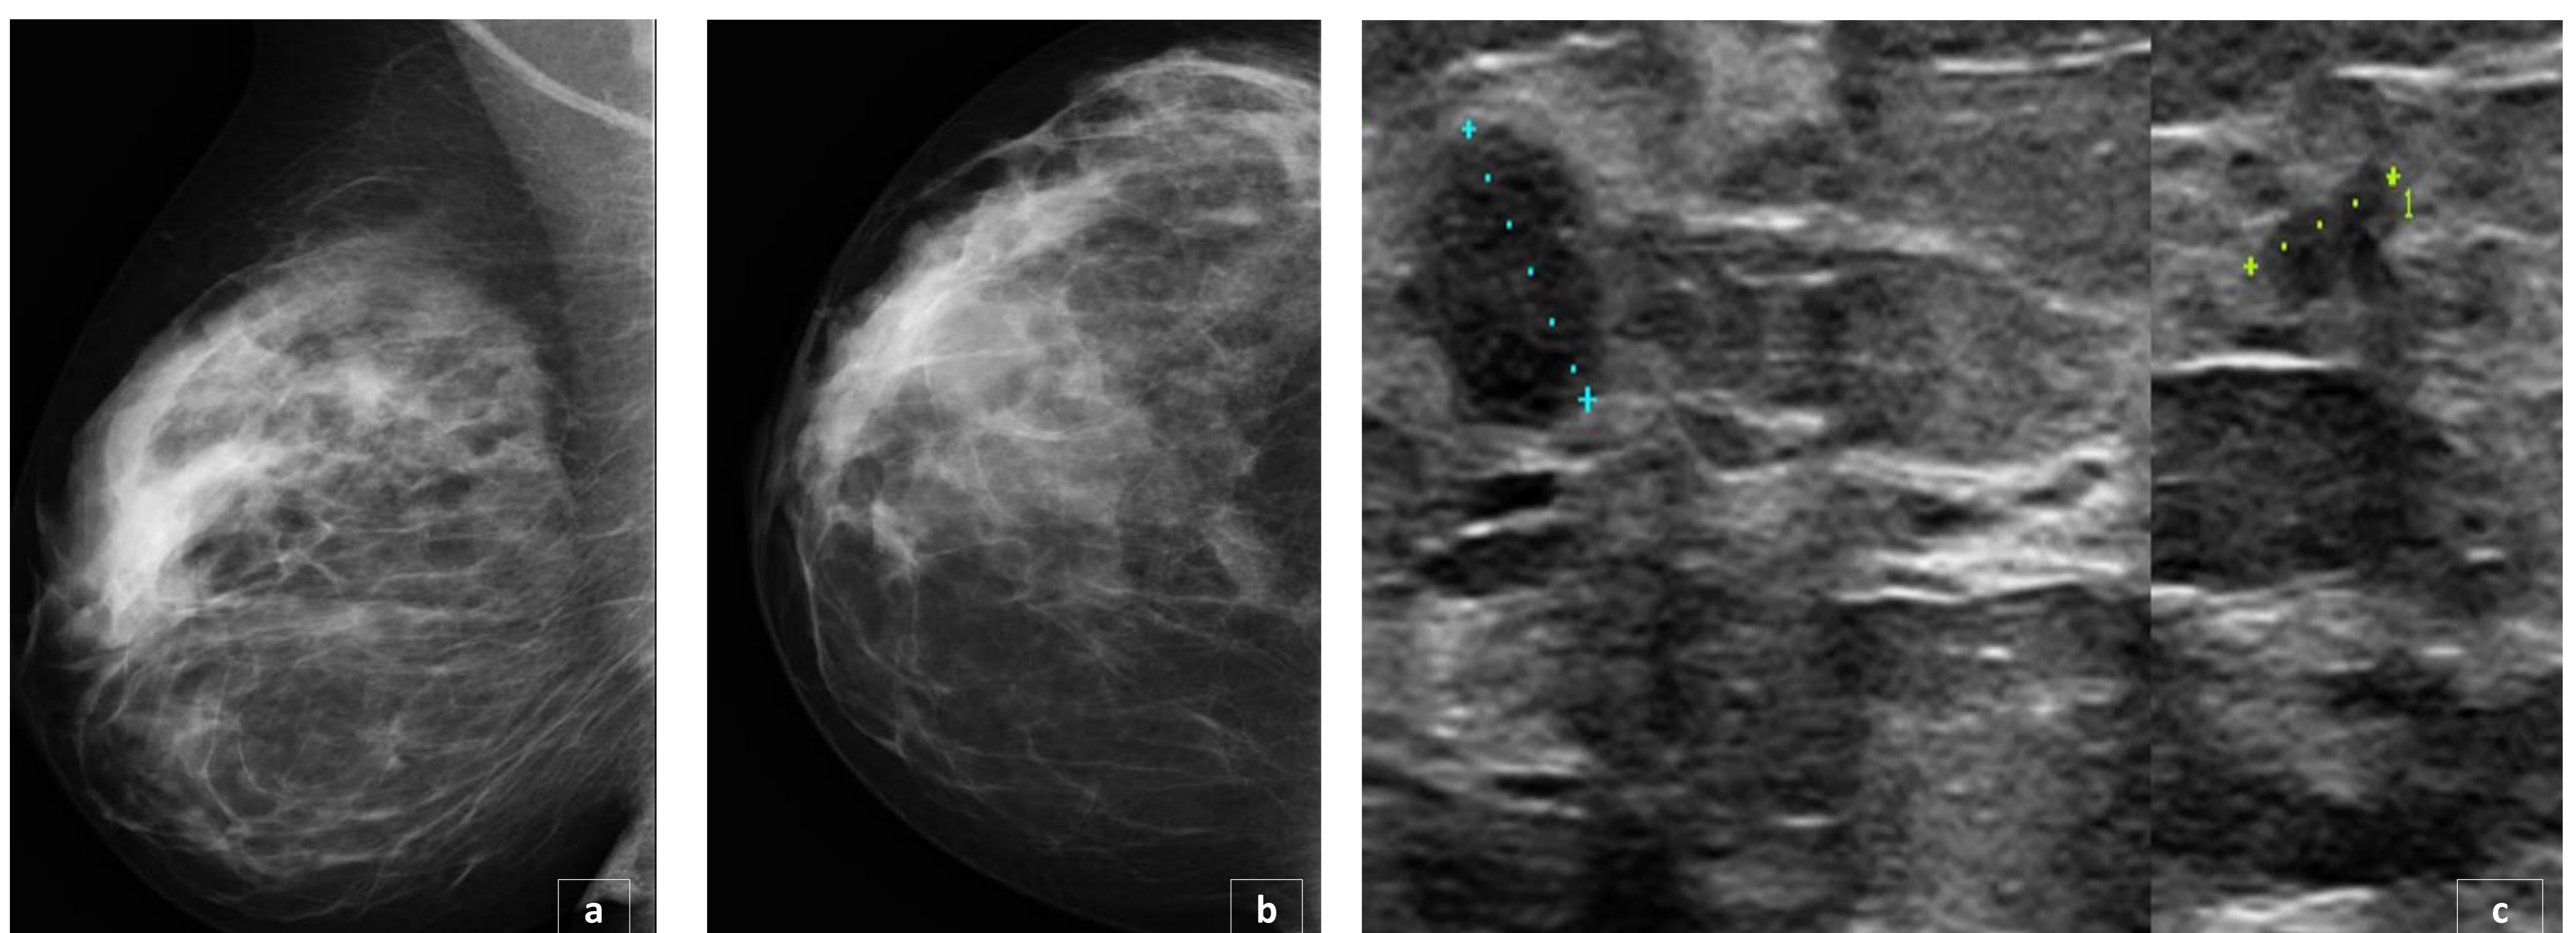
Mujer de 33 años que presenta *telorragia* y *masa palpable* en la mama derecha. *Mamografía*: Mamas *heterogéneamente densas* (BIRADS C), sin identificar claros *nódulos*. *Ecografía*: Múltiples *nódulos hipocogénicos* en cuadrante superior externo, el mayor de ellos de 9 mm. El estudio anatomopatológico demostró un *carcinoma ductal infiltrante luminal A* multifocal.
